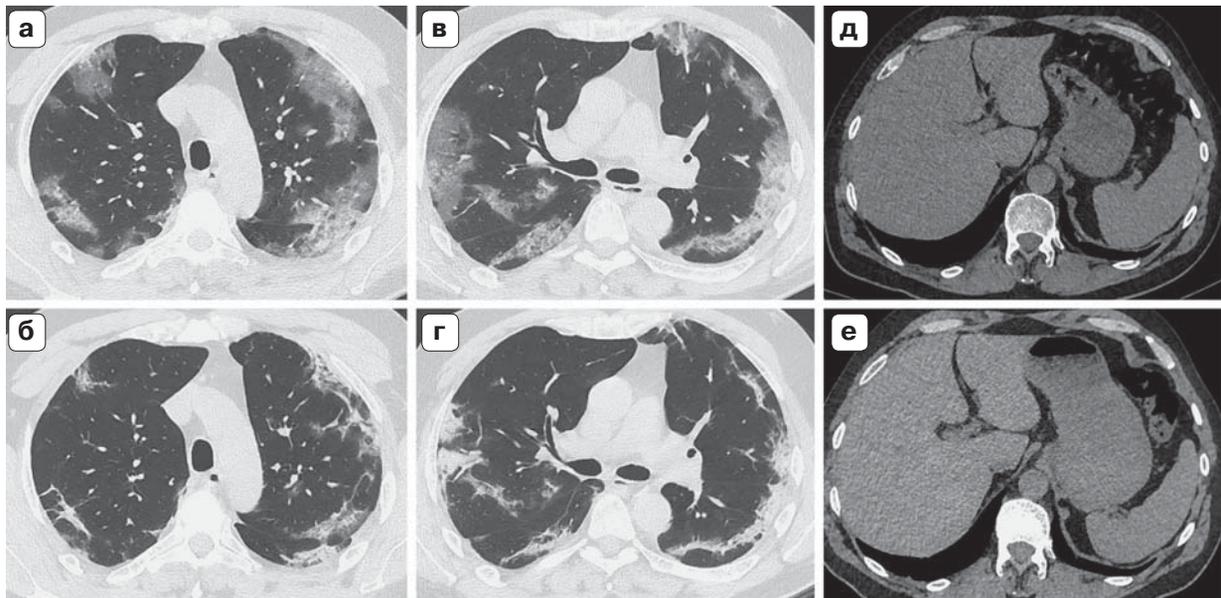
Компьютерные томограммы пациента 52 лет, COVID-19, срезы на уровне дуги аорты (а, б) и главных бронхов (в, г) в легочном электронном окне и верхних отделов живота (д, е) в мягкотканном электронном окне. Исследования от 01.05.2020 (верхний ряд) и 08.05.2020 (нижний ряд). В легких – положительная эволюция изменений по типу организации. Средняя плотность печени при первичном исследовании 40 HU, при повторном – 50 HU. В биохимическом анализе крови сохраняется умеренное повышение АлАТ и АсАТ (60–70 МЕ/л).
